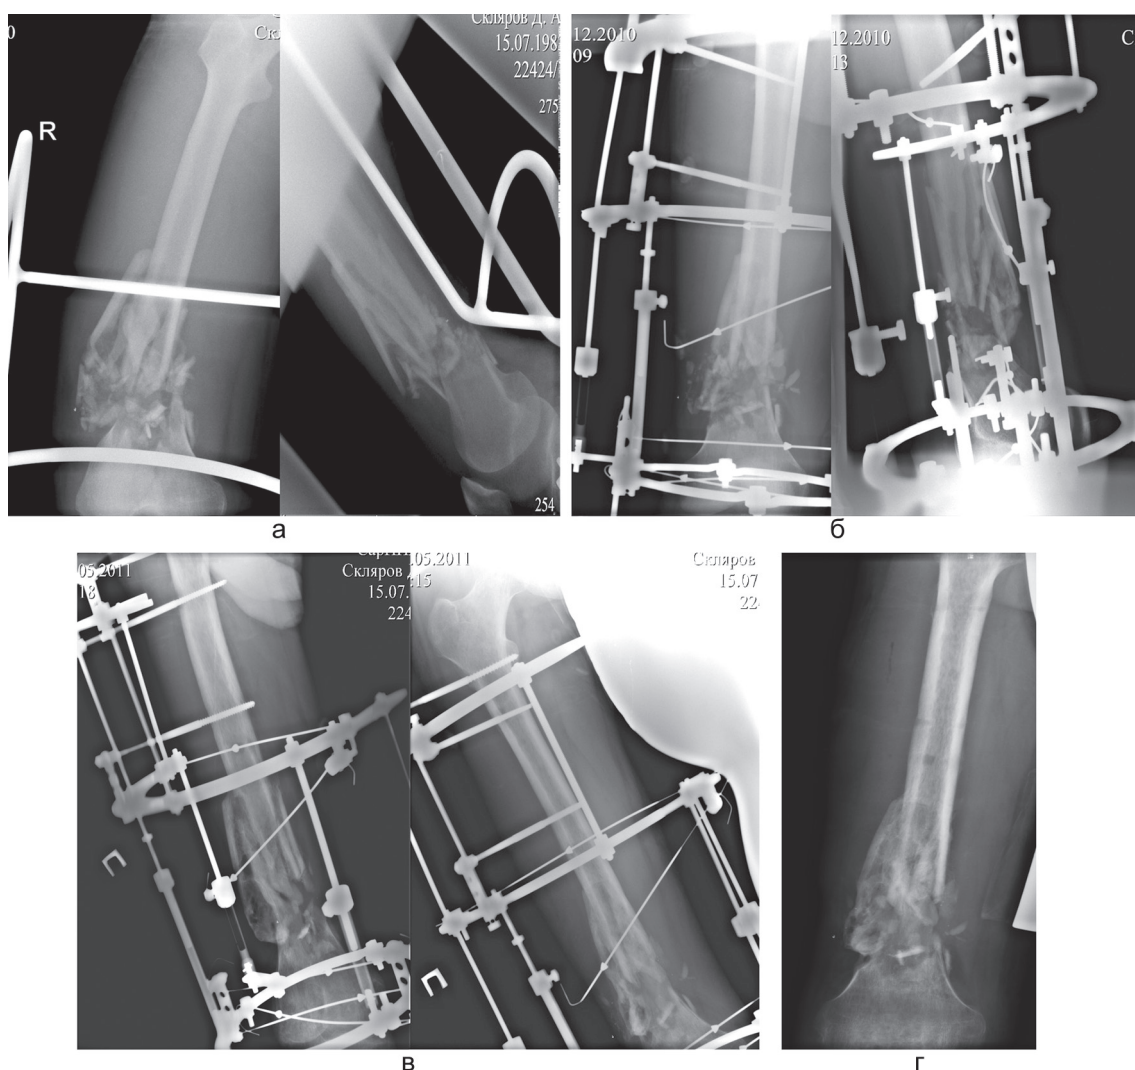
Рентгенограммы зоны огнестрельного перелома дистального отдела бедренной кости больного С.: а – до операции на скелетном вытяжении; б – в операционной; в – через 7 мес. после операции; г – после демонтажа АБФ
